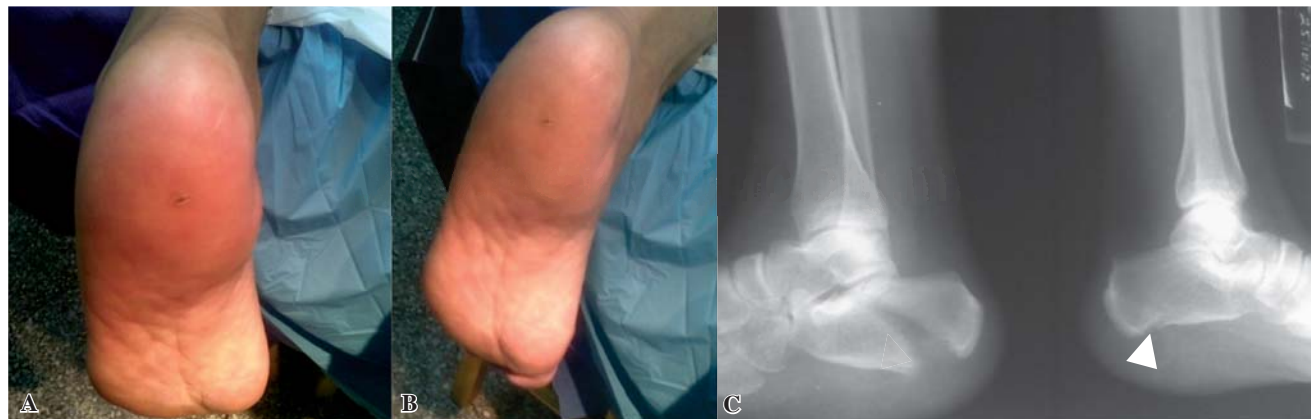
A y B. Aspecto clínico del pie, con edema y deformidad. Se observa la cicatriz del abordaje plantar en el talón. C. Imagen radiológica de la derecha donde se observa el sitio de lesión de la cortical inferior del calcáneo. Izquierda, radiografía donde se evidencia fractura del calcáneo.
